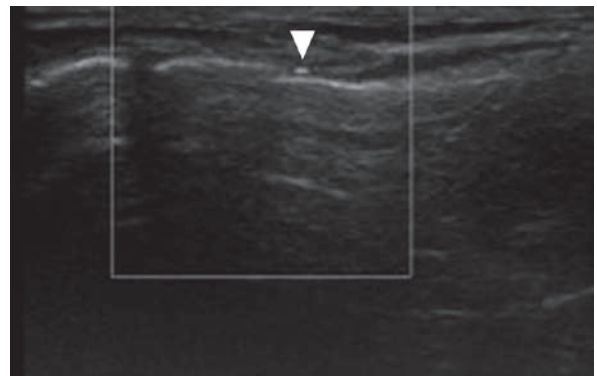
19歳、女性。バレエダンサー。超音波検査ドップラーモードで第2中足骨基部疲労骨折が認められた。白矢頭：骨折部で増大した血流シグナル。
